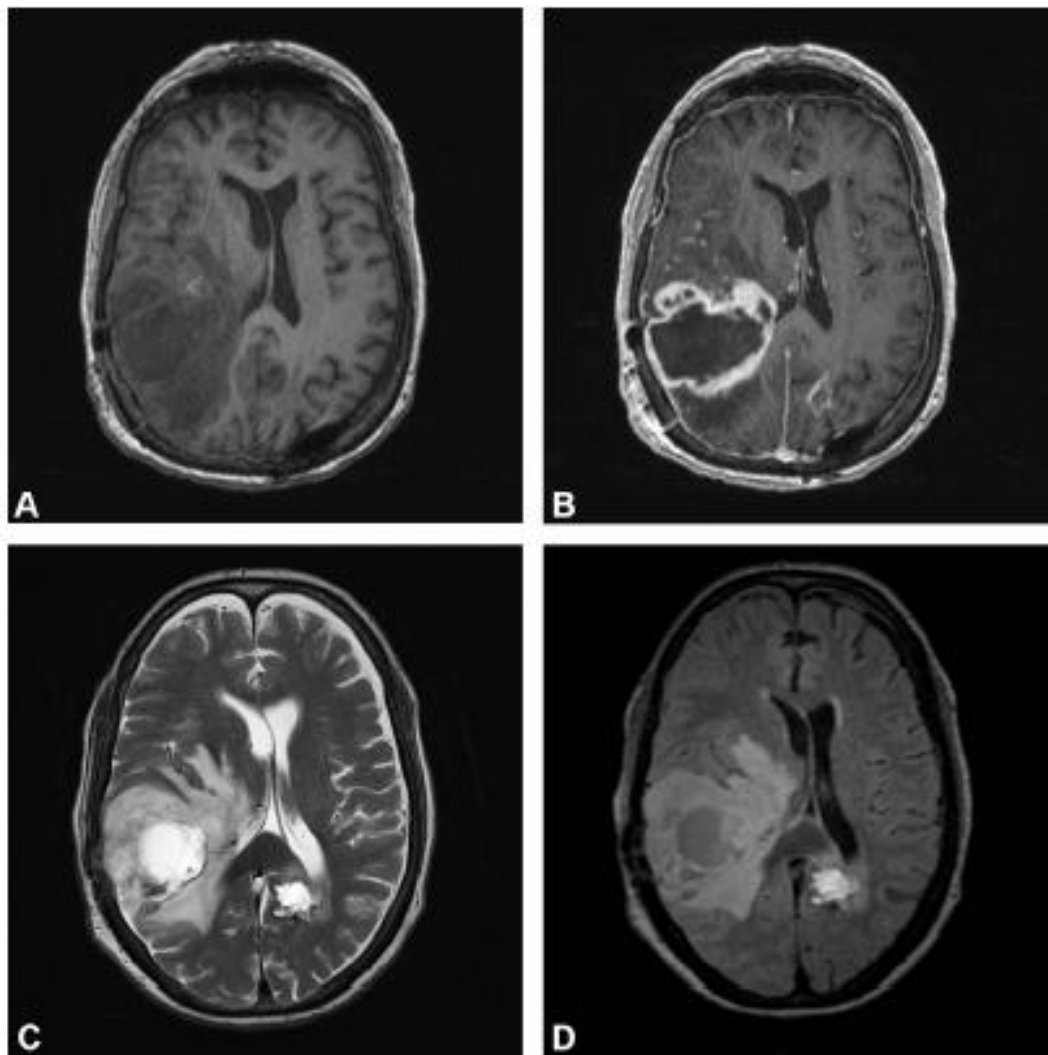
Aspect du glioblastome en IRM en séquence pondérée T1 (A), après injection de gadolinium (B), en pondération T2, en séquence FLAIR (Service de radiologie– CHU Hassan II)
